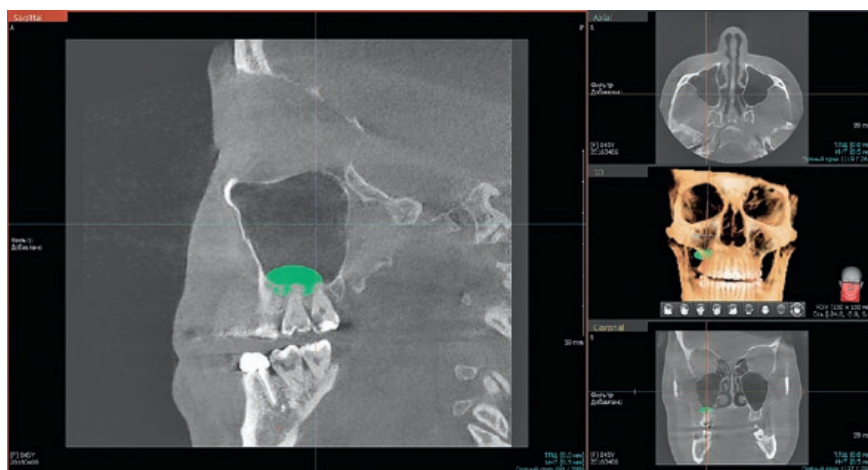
Дентальная объемная томограмма. Планировщик программного обеспечения — Vatech Ez3D-iV4.3.0. Виртуальная аугментация альвеолярного отростка — операция открытого синус-лифтинга.
